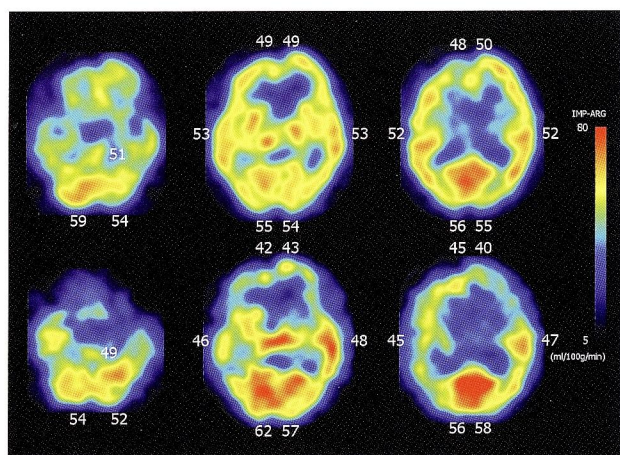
右側術後2週間後の¹²³I-IMP SPECT (Dual table)
